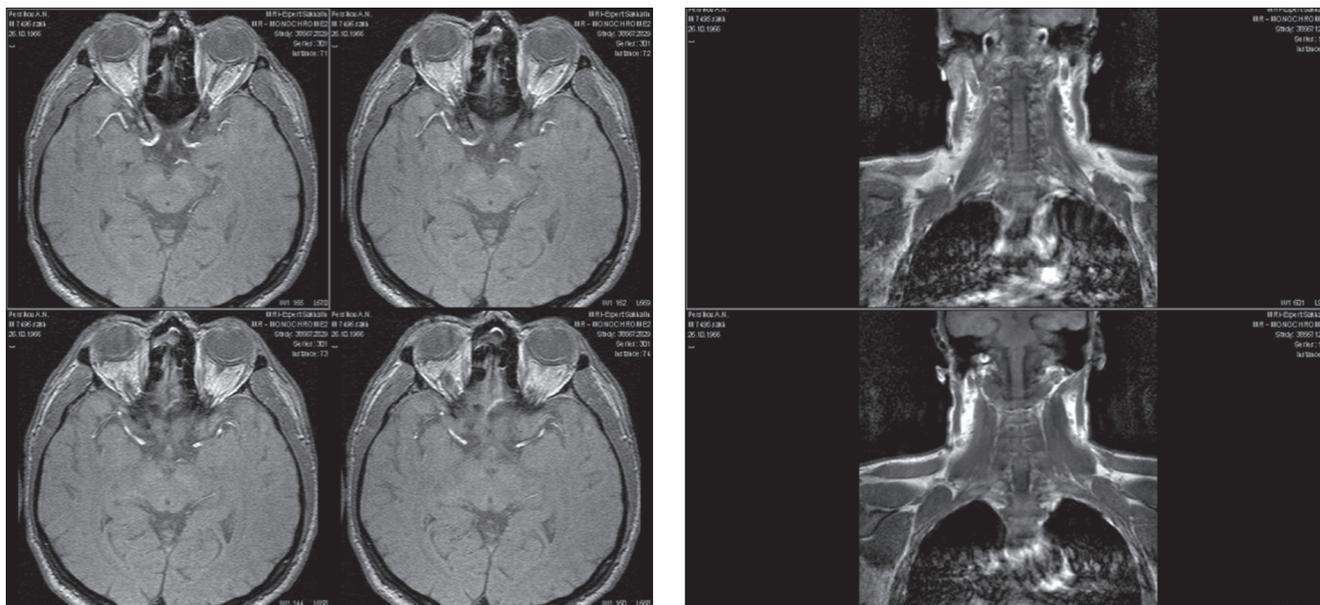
МРТ головного мозга и шейного отдела позвоночника больного Б., 23 года и/б № 12123 с острой закрытой черепно-мозговой травмой (сотрясением головного мозга).
